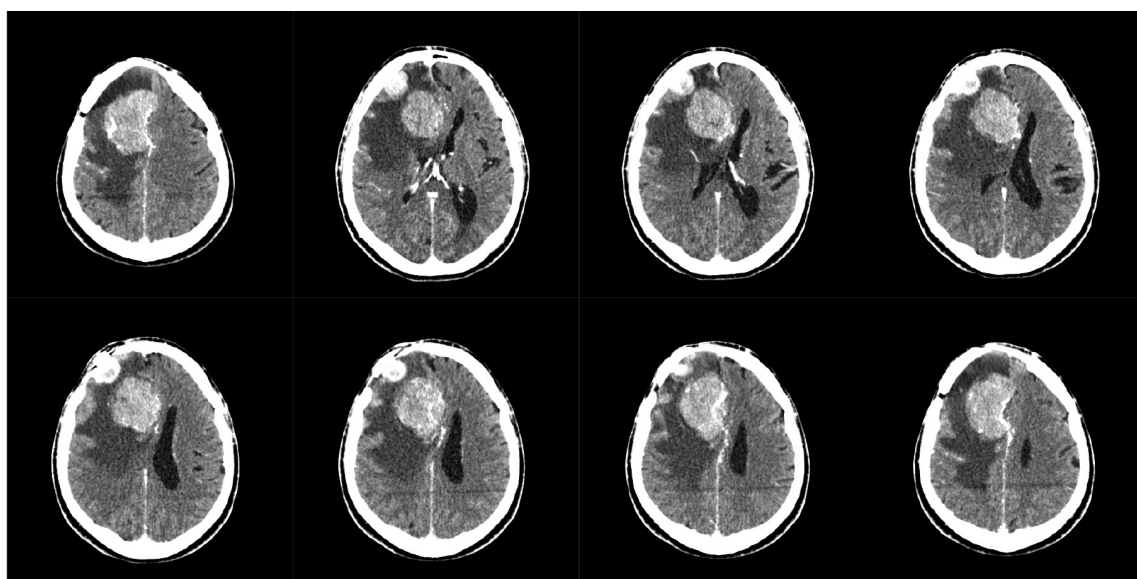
КТ головного мозга с контрастированием от 08.07.2014.
